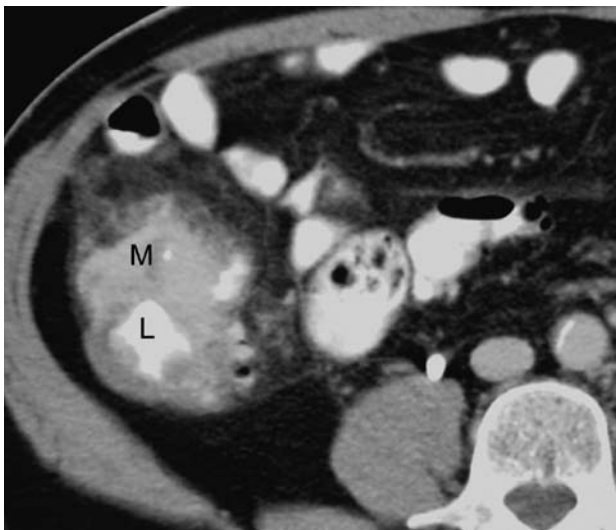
TC: La imagen muestra una masa (M) a nivel de colon derecho. El lumen (L) aparece con contraste.
